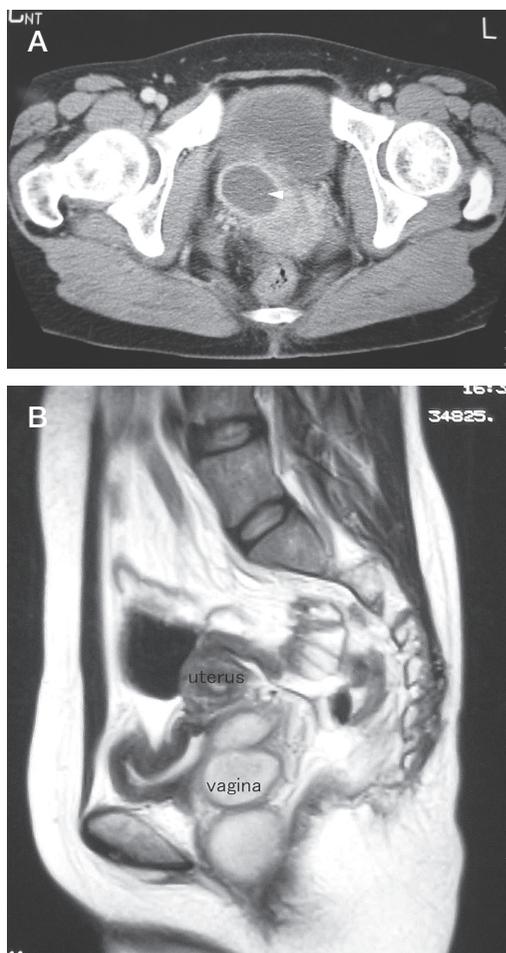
症例2の骨盤CT (A) およびMRI所見 (B. T2強調画像)
